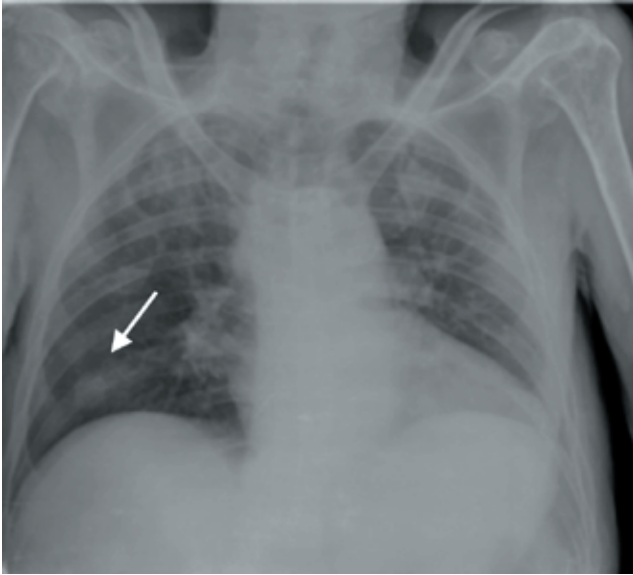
Radiografía de tórax PA.
